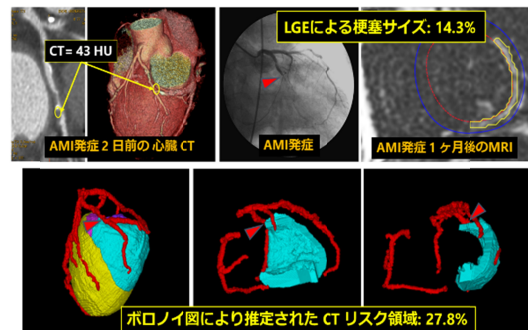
心臓 CT 検査 2 日後に急性心筋梗塞を左回旋枝領域に発症した症例。心臓 CT より予測された CT リスク領域は 27.8% であり、再灌流治療後の LGE-MRI では梗塞サイズは 14.3% であつた。
